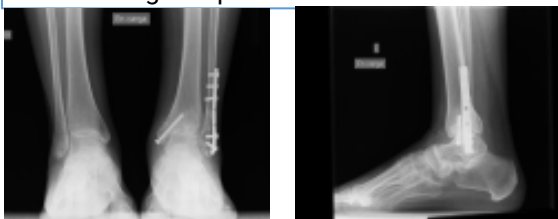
Radiografía de tobillos en carga anteroposterior y lateral de tobillo izquierdo donde se observa varización de retropié izquierdo y disminución de espacio articular tibioastragalino y esclerosis subcondral subyacente.
